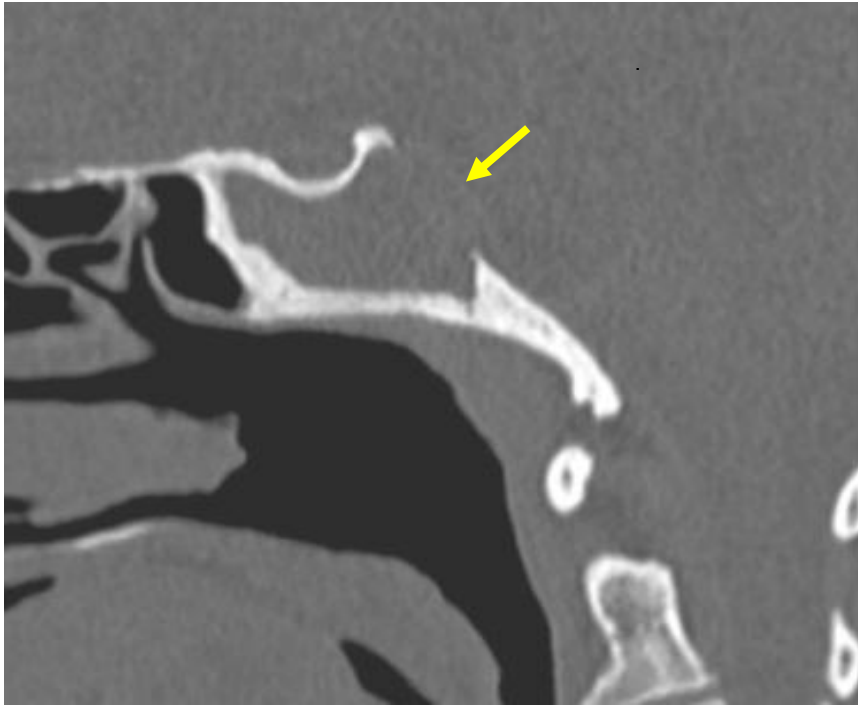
TDM des sinus C-, coupe sagittale montrant la lyse du clivus (flèche jaune) chez une patiente présentant une sinusite mycosique invasive.(Iconographie du service d'ORL CHU Hassan II FES)
